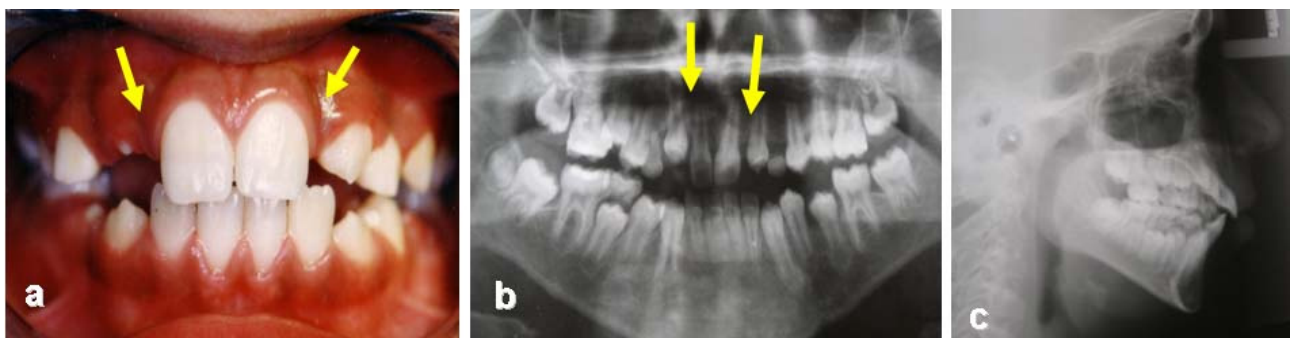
Cas d'agénésie bilatérale d'incisives latérales maxillaires avant traitement ((a : Photo intra-orale de face, b : Radiographie panoramique, c : Téléradiographie de profil)
